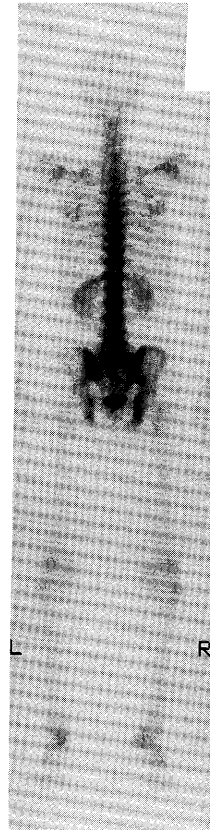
Tc-99 m HMDP bone scintigraphy shows a photon deficient area in the sacrum.
